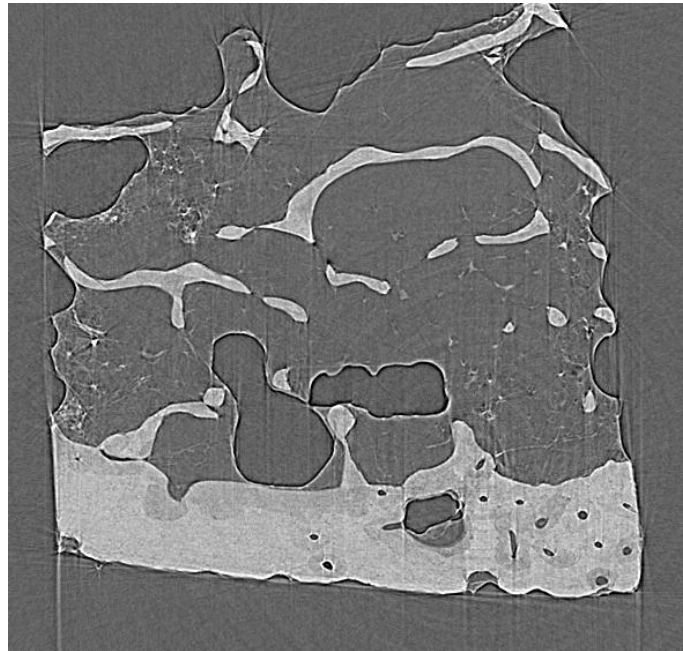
Imagem de tomografia de osso de 8-bits. (NOGUEIRA, 2008)
